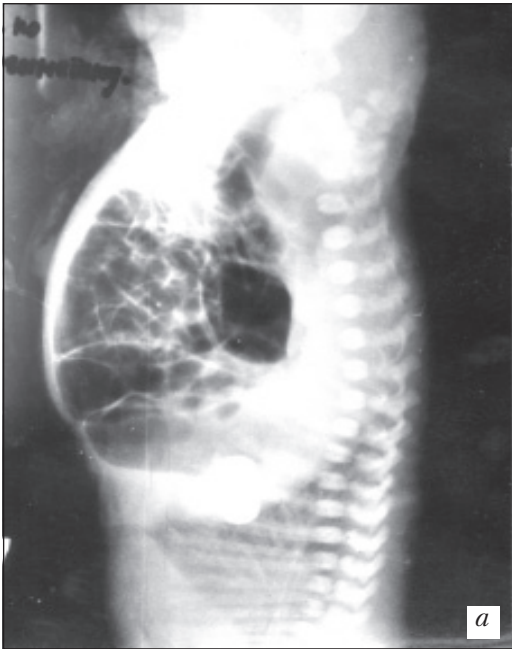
Рентгенограмма новорожденно-го ребенка по Вангенсину. Боковая проекция (а, б). Атрезия ануса и прямой кишки
